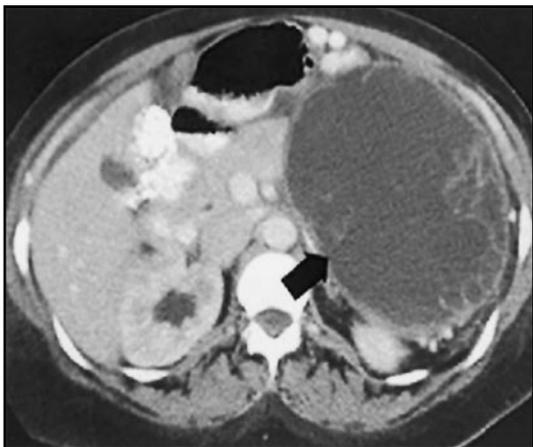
TAC muestra una lesión hipodensa del páncreas. En un paciente con una pancreatitis severa.
